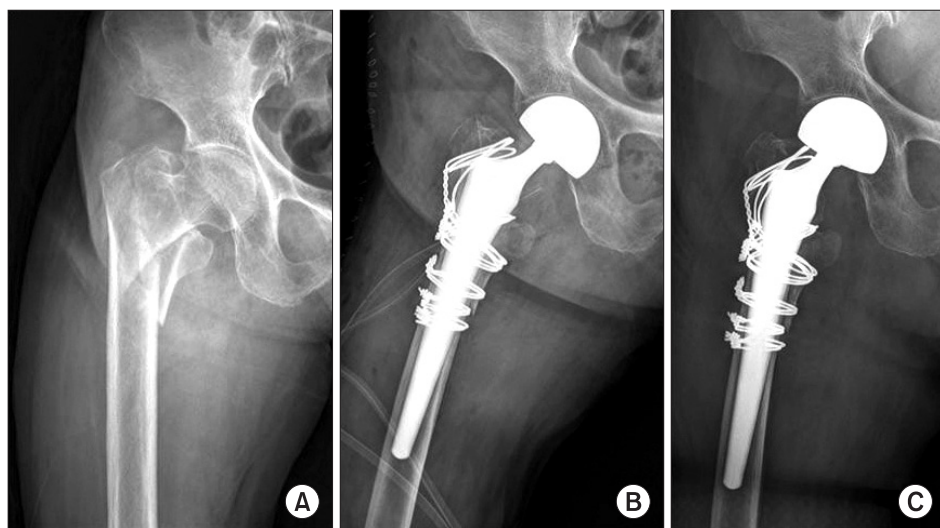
Anterior-posterior radiographs of the hip. (A) A 83-year-old woman patient had an unstable intertrochanteric fracture. (B) The postoperative radiograph shows a good proximal canal fit and wiring. (C) At postoperative 24 months, the radiograph shows stable fixation of the femoral stem.
